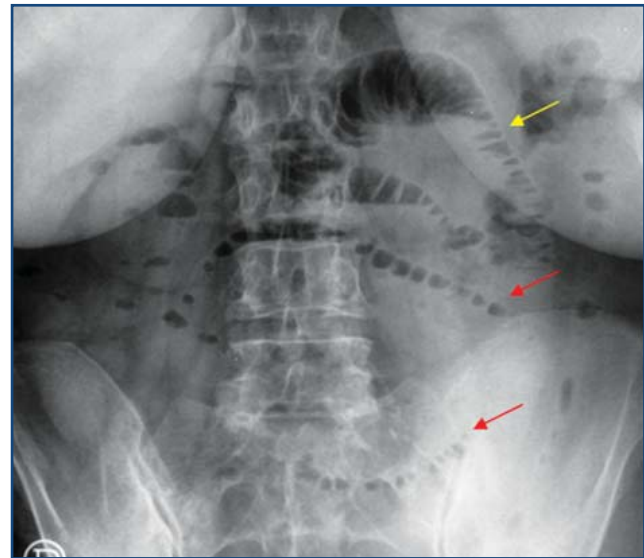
Radiografía en decúbito con dilatación de asas de intestino delgado con válvulas conniventes
